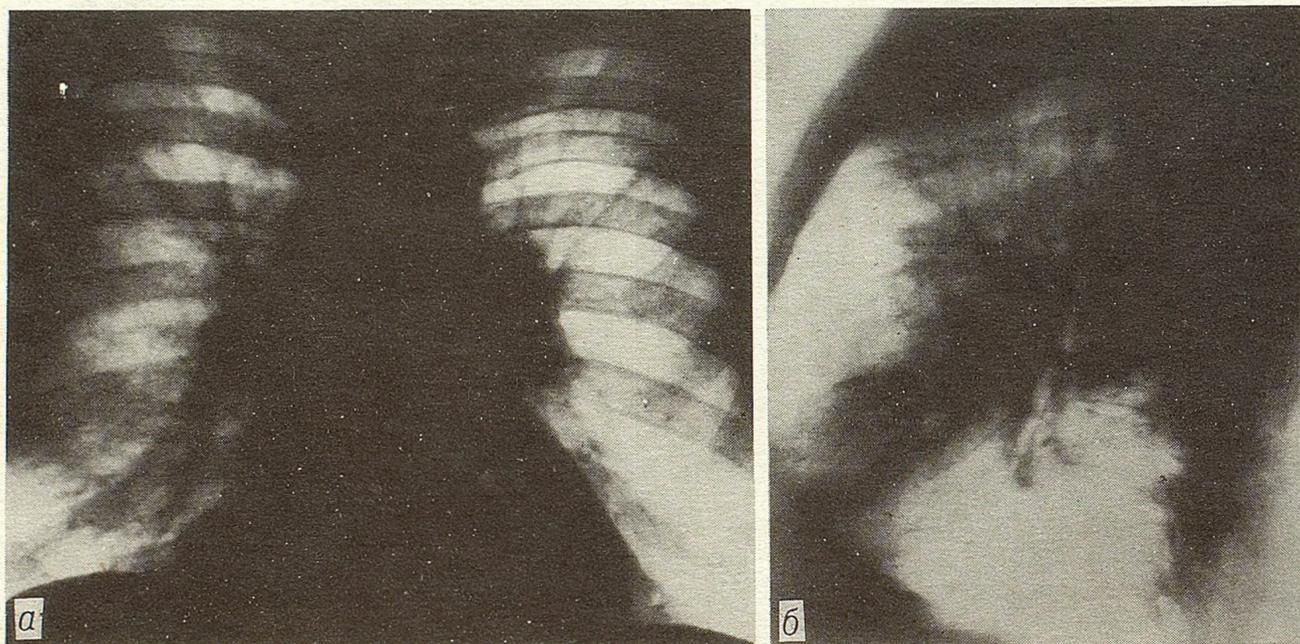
Рентгенограмма больного Б. через 20 дней в прямой (а) и боковой (б) проекциях.
